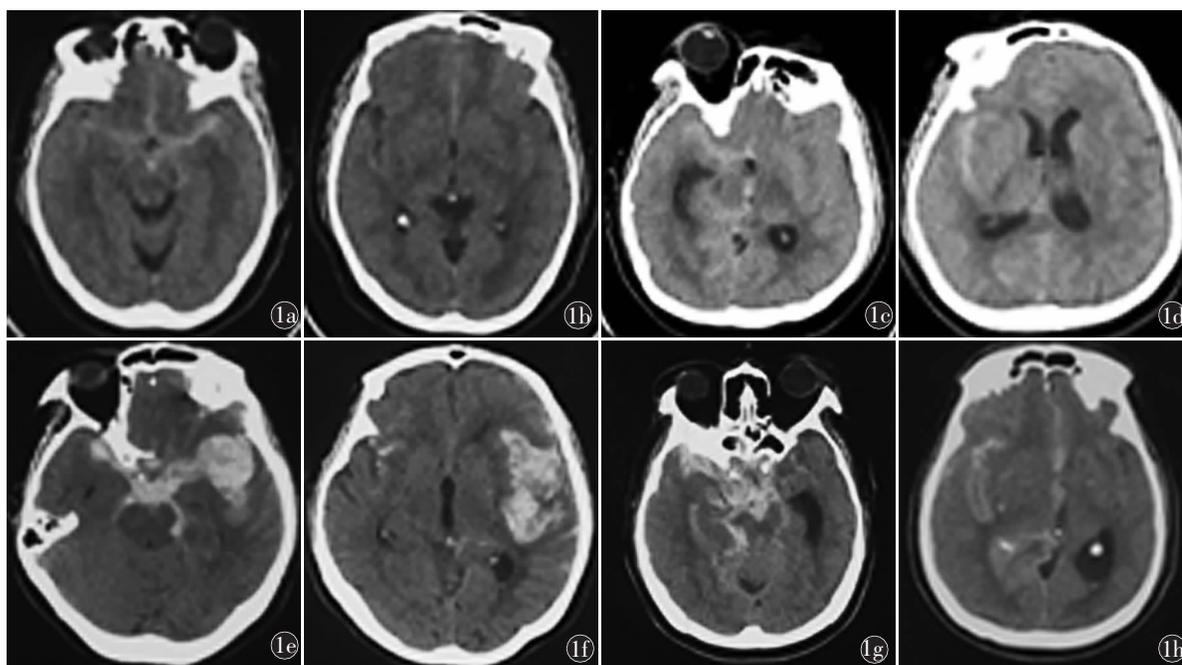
蛛网膜下腔出血患者改良 Fisher 分级的头部 CT 典型影像学图片(由首都医科大学宣武医院神经外科提供) 1a、1b 为改良 Fisher 分级 I 级;1c、1d 为改良 Fisher 分级 II 级;1e、1f 为改良 Fisher 分级 III 级;1g、1h 为改良 Fisher 分级 IV 级
